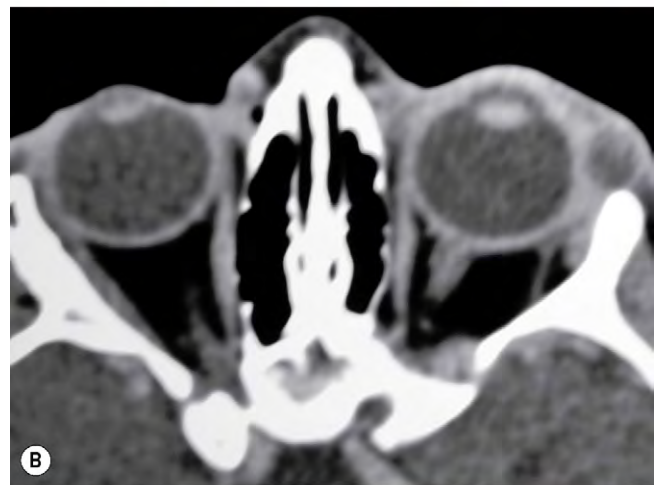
(A) Quiste dermoide superficial; (B) la TC axial muestra una lesión heterogénea bien delimitada; (C) aspecto en la cirugía.
